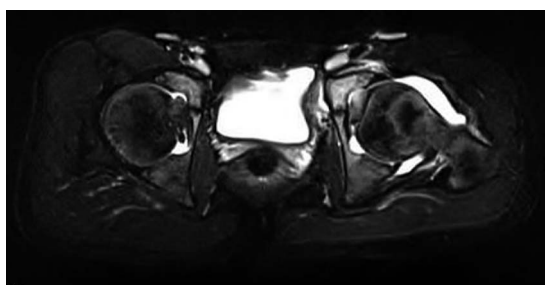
入院時MRI(T2WI) 左股関節の関節液貯留
